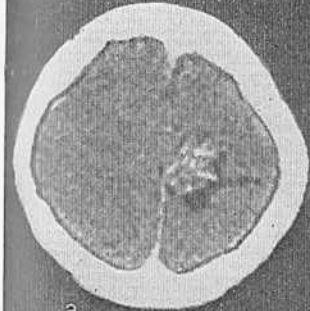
Сочетание зоны высокой (дренажные вены) и низкой (атрофия мозга, киста) плотности на КТ (а) у больных с артериовенозными аневризмами (б, в) в бассейнах задней и передних мозговых артерий.
